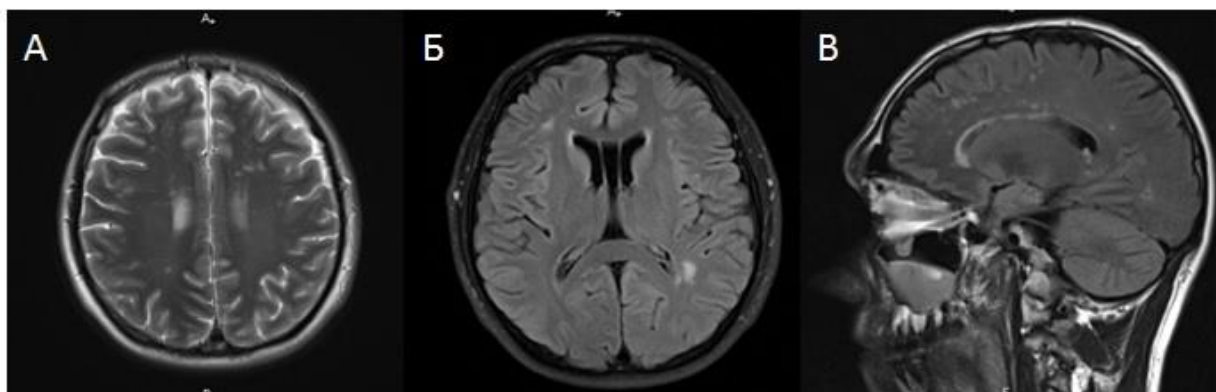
МРТ головного мозга пациента Е-2. А – режим T2, Б, В – режим T2 FLAIR. В субкортикальных и глубоких отделах белого вещества обоих полушарий большого мозга визуализируются многочисленные небольшие очаги повышенной интенсивности МР-сигнала в режимах T2 и T2 FLAIR
